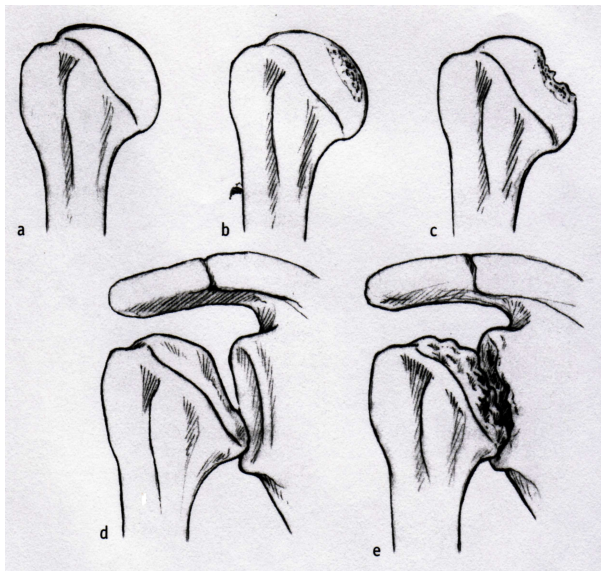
Klassifikation nach Cruess. a) Stadium 1: unauffälliger Röntgenbefund, b) Stadium 2: subchondrale Sklerose im nekrotischen Bereich ohne Verformung der Gelenkoberfläche, c) Stadium 3: subchondrale Fraktur bei noch weitgehend erhaltener Kontur der Gelenkoberfläche, d) Stadium 4: unregelmäßige Kontur der humeralen Gelenkoberfläche, e) Stadium 5: Arthrose mit sekundärer Schädigung der glenoidalen Gelenkfläche. (Aus [28]).
